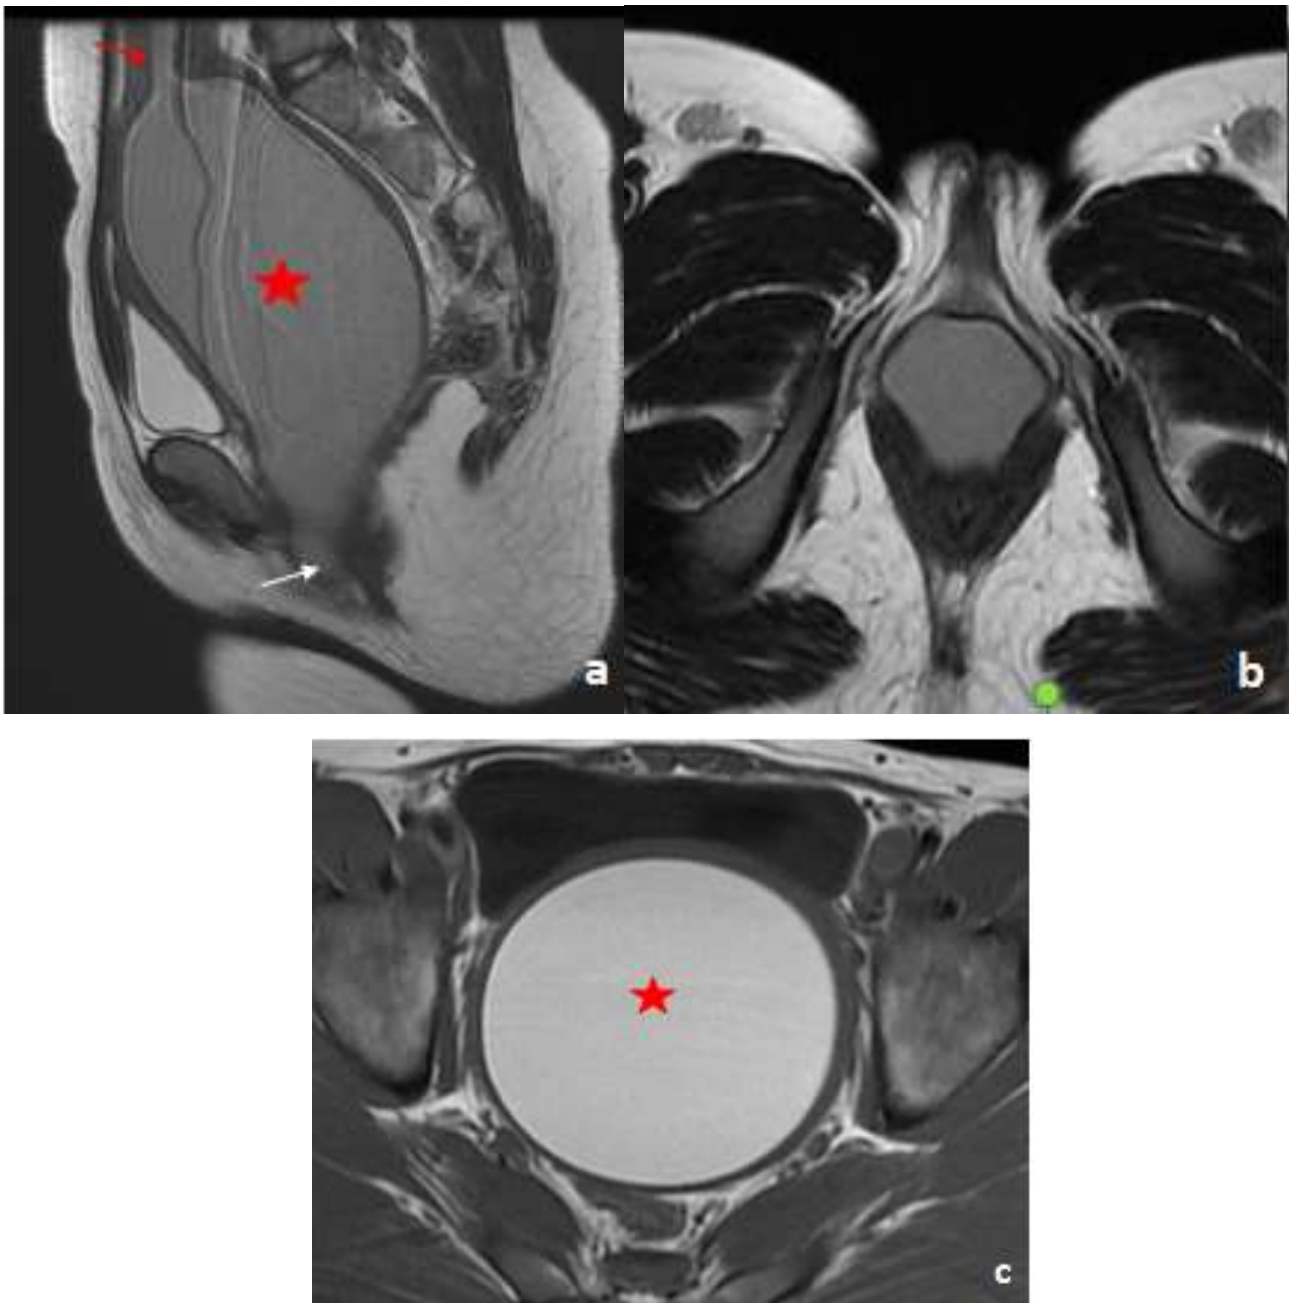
IRM pelvienne en coupe sagittale T1(a), et axiales T2(b) et T1(c):
